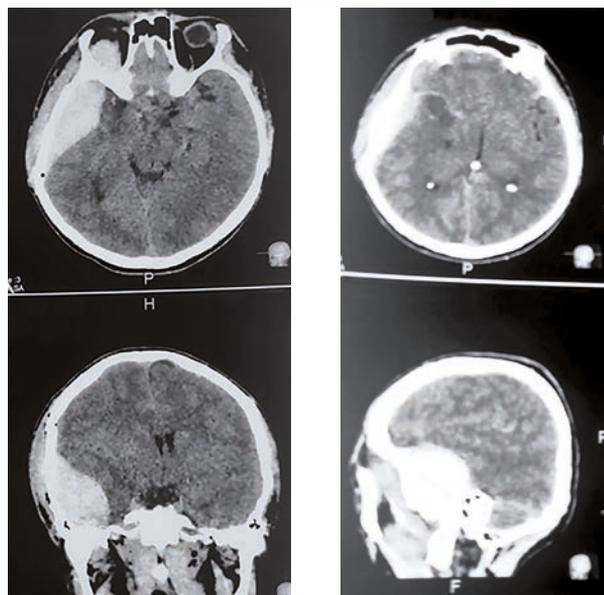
Пациент К. КТ-картина после перенесенной черепно-мозговой травмы
